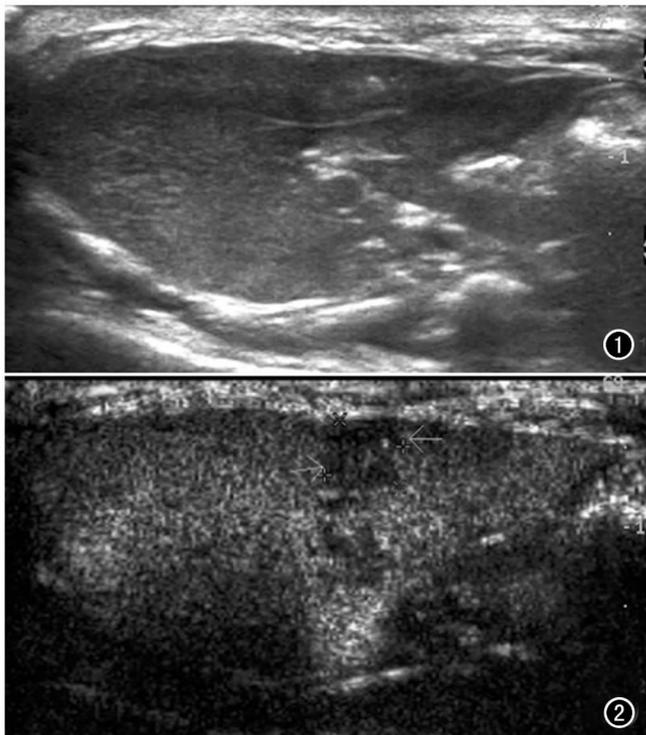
普通二维超声不能清晰显示局部注射无水酒精所致肝损伤的病灶。图 2 造影后在反向脉冲谐波成像模式下,可清晰显示病灶(箭)。
